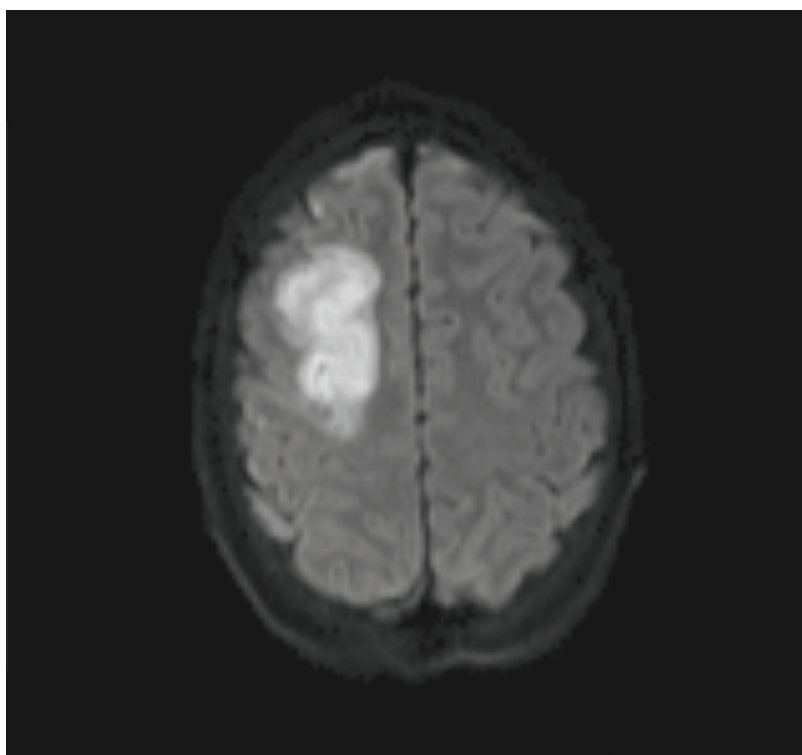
• RM cerebral. Imagem axial em difusão com b1000.
